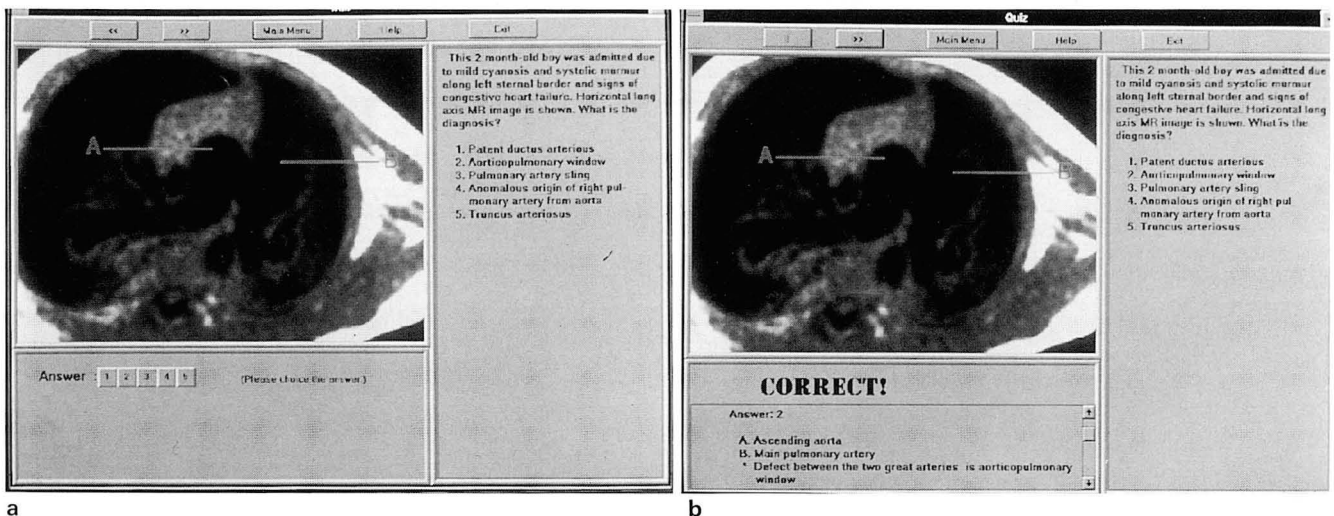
a. A typical quiz screen. A MR image is shown and the right side of the screen shows a patient history and possible diagnoses of the case.
